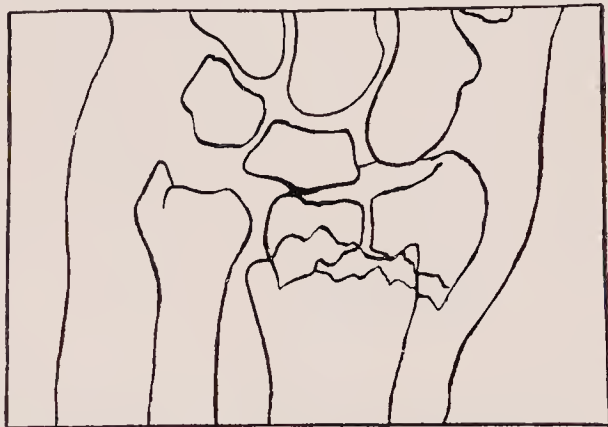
Radius-Epiphysenbruch nach dem Röntgenbild gezeichnet.
